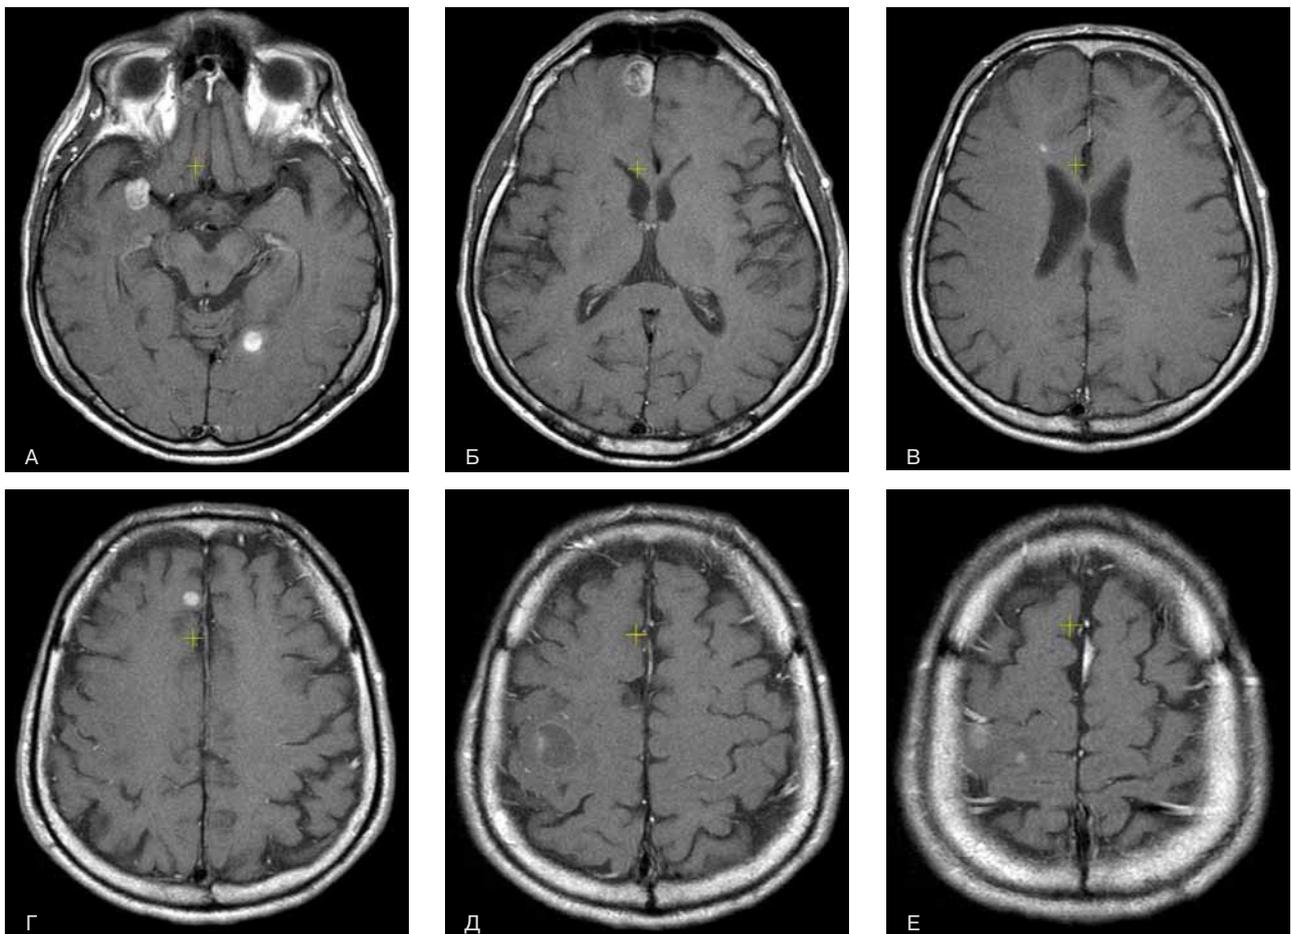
МРТ головного мозга в режиме T1 с контрастным усилением 18.02.2019: множественные метастазы в головной мозг размерами от 5 до 22 мм с зоной перифокального отека.
